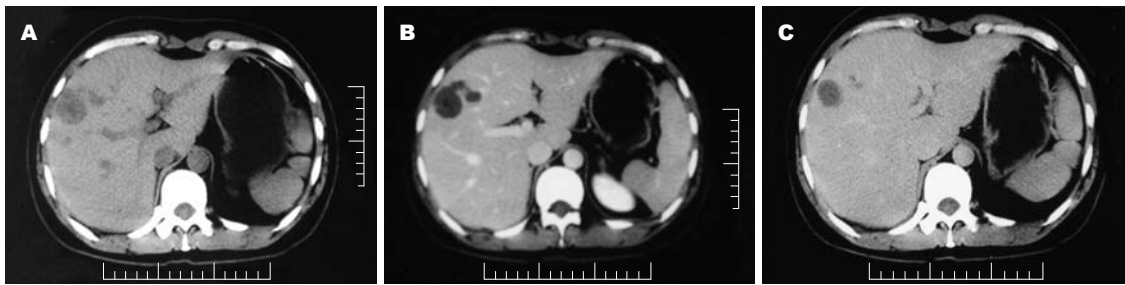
例1 CT示肝右叶被膜下一低密度病变. A: 平扫; B: 增强; C: 延迟.
